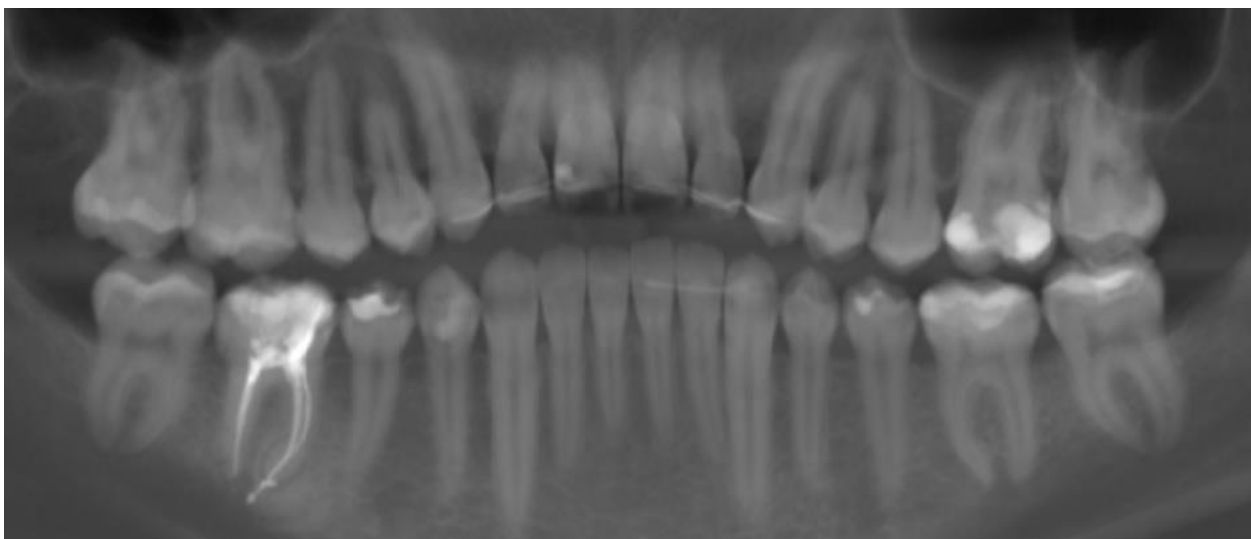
Ортопантомографія
